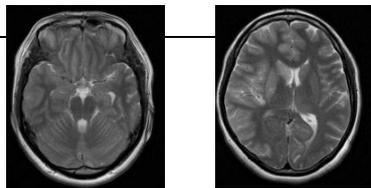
MRI(X+4d) 図2 MRI(X+4d)
